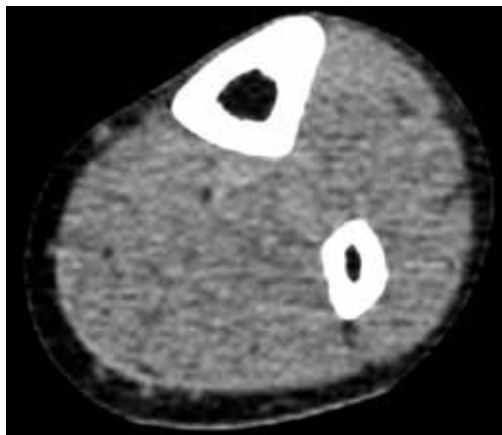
Компьютерная томограмма левой нижней конечности на уровне средней трети голени. Аксиальная плоскость. Подкожная жировая клетчатка четко дифференцируется от кожи, не утолщена.
